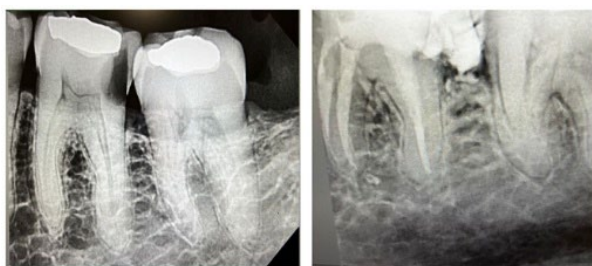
Comparación en radiografías el antes y después de la extracción
